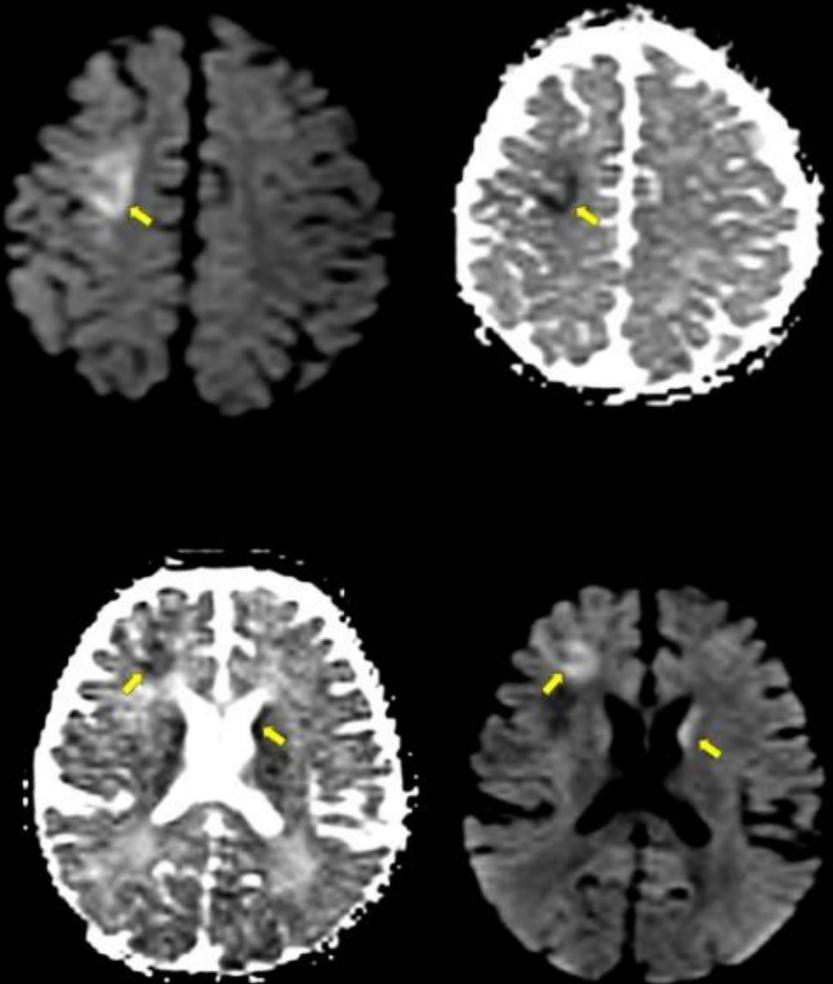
Paciente de 7 meses, ingresa por crisis comicial prolongada única. Se realiza RM el día de ingreso. Se observan focos de restricción en la secuencia de difusión en la corteza frontal dorso-lateral derecha y en la cabeza del núcleo caudado izquierdo.
